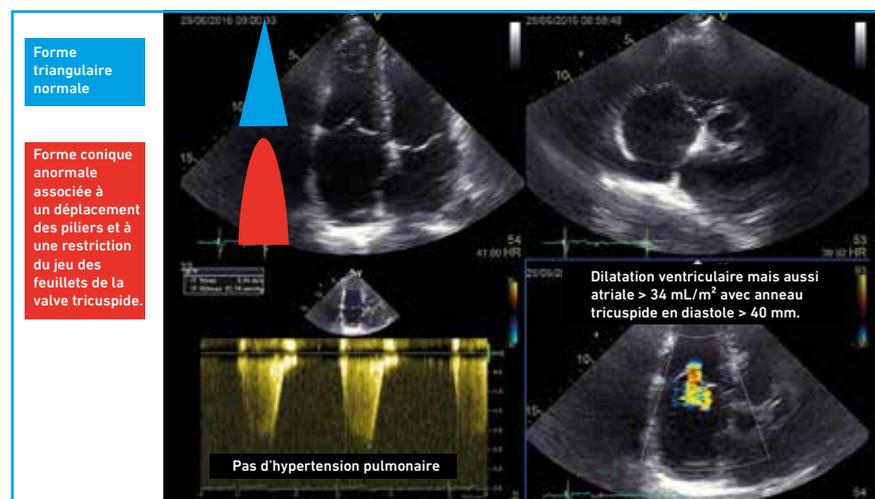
Description à partir de l’échocardiographie des mécanismes de la fuite tricuspide.
